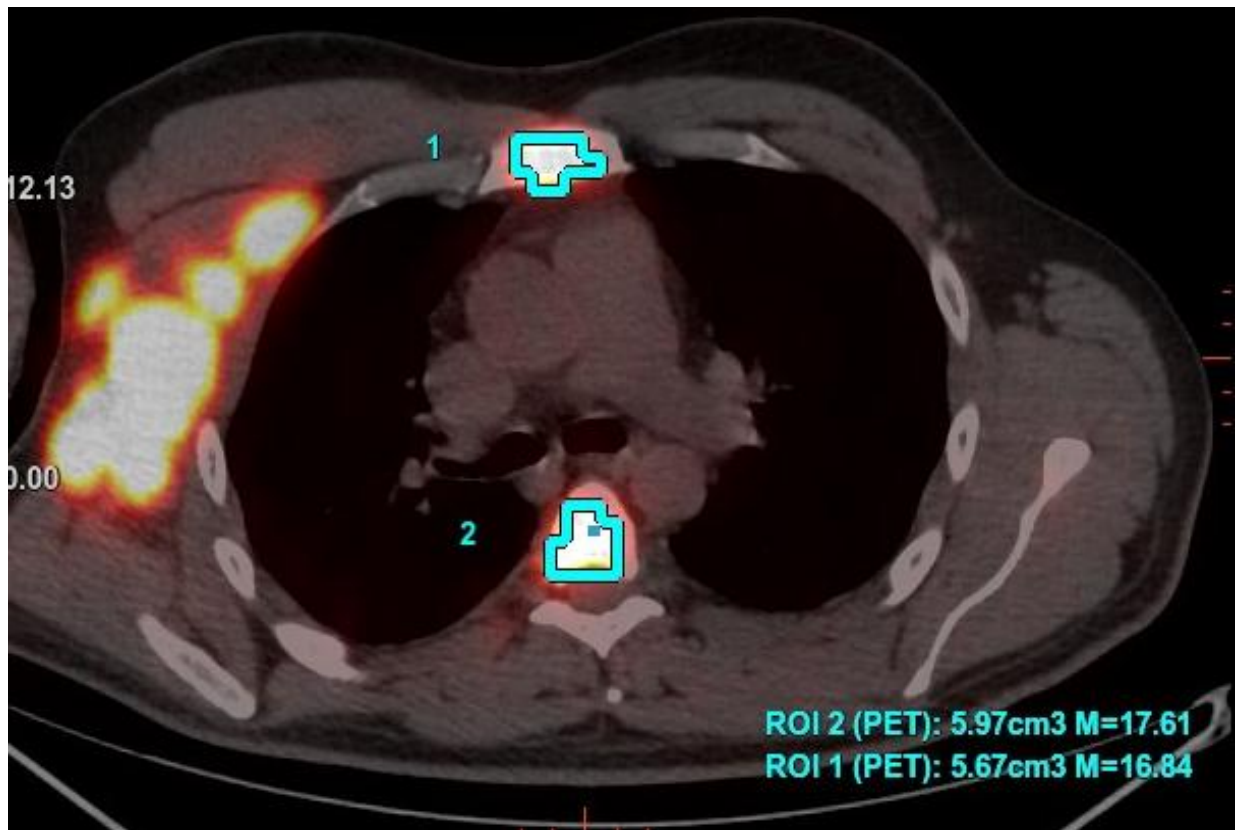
ДВКЛ, IV ст. ПЭТ/КТ до лечения. Метаболически активные экстранодальные очаги в грудине и в Т5 позвонке. $SUV_{max} = 17,61$.
